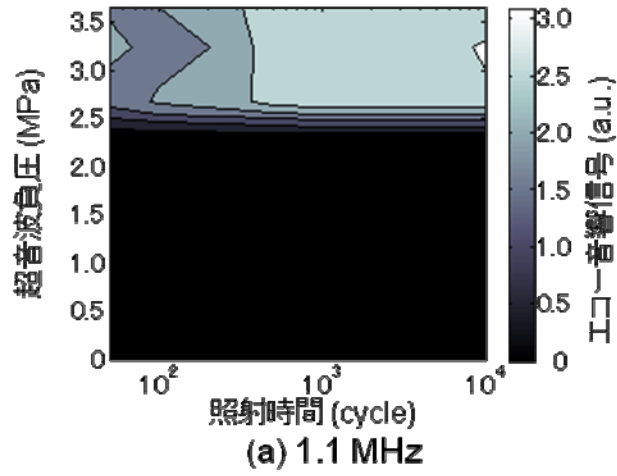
2-1-4 エコー音響信号の超音波強度およびパルス長依存性
